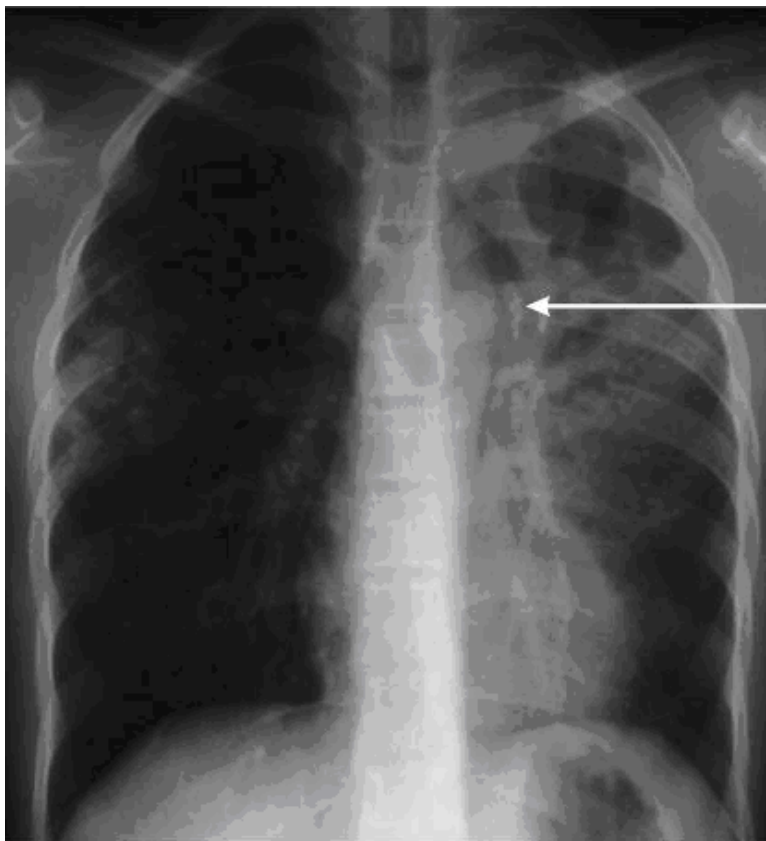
Случай вторичного туберкулеза у 10-летнего мальчика, у которого до недавнего времени была нормальная рентгенологическая картина. Видны полости в верхней доле слева. У этого пациента результаты микроскопии мокроты положительны. Стрелка показывает на кальцинированные лимфатические узлы, указывающие на перенесенную ранее первичную инфекцию.
